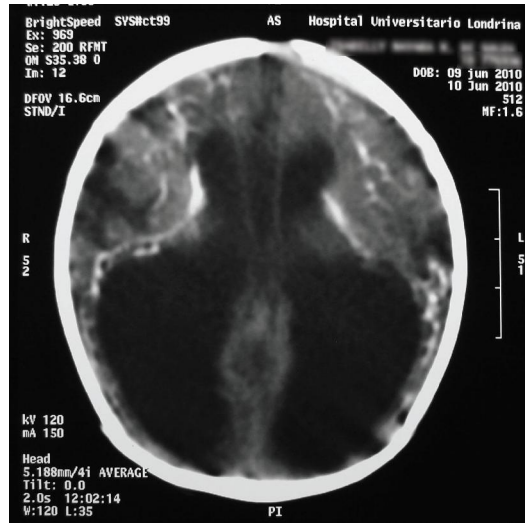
Tomografia Computadorizada do mesmo paciente mostrando dilatação ventricular importante e áreas de encefalomalácia.
